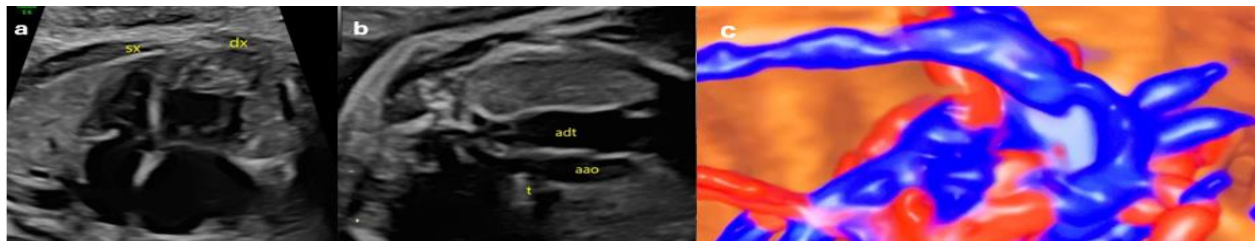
Feto a 31 settimane sospetta coartazione aortica. (a) Scansione quattro camere con prevalenza delle sezioni destre (b) Scansione tre vasi e trachea con arco aortico (aao) di dimensioni ridotte rispetto all'arco duttale (adt) (c) scansione longitudinale di Color Doppler 3D.
